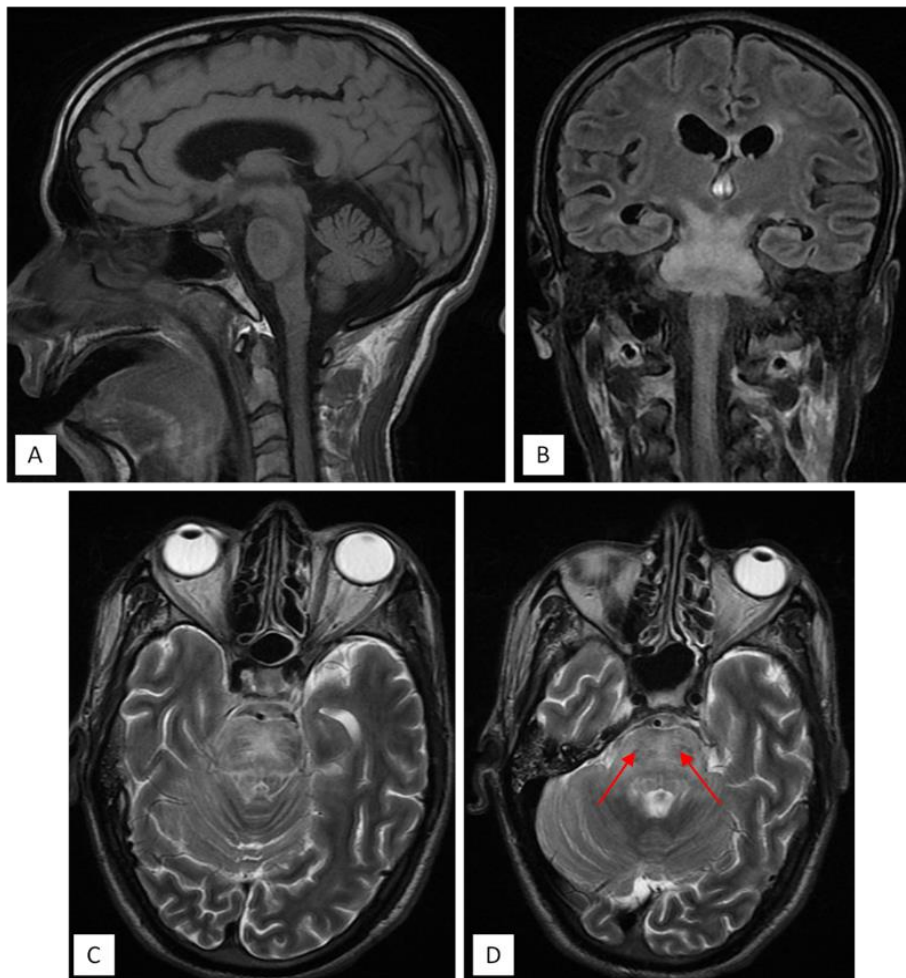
L'IRM cérébrale montre une lésion pontique en hyposignal T1 (coupe sagittale : A), en hypersignal FLAIR (coupe coronale : B) et T2 (coupes axiales : C, D) respectant les faisceaux corticospinaux (flèches rouges). Ce hypersignal s'étend aux pédoncules mésencéphaliques et aux pédoncules cérébelleux moyens de façon bilatérale et symétrique.
